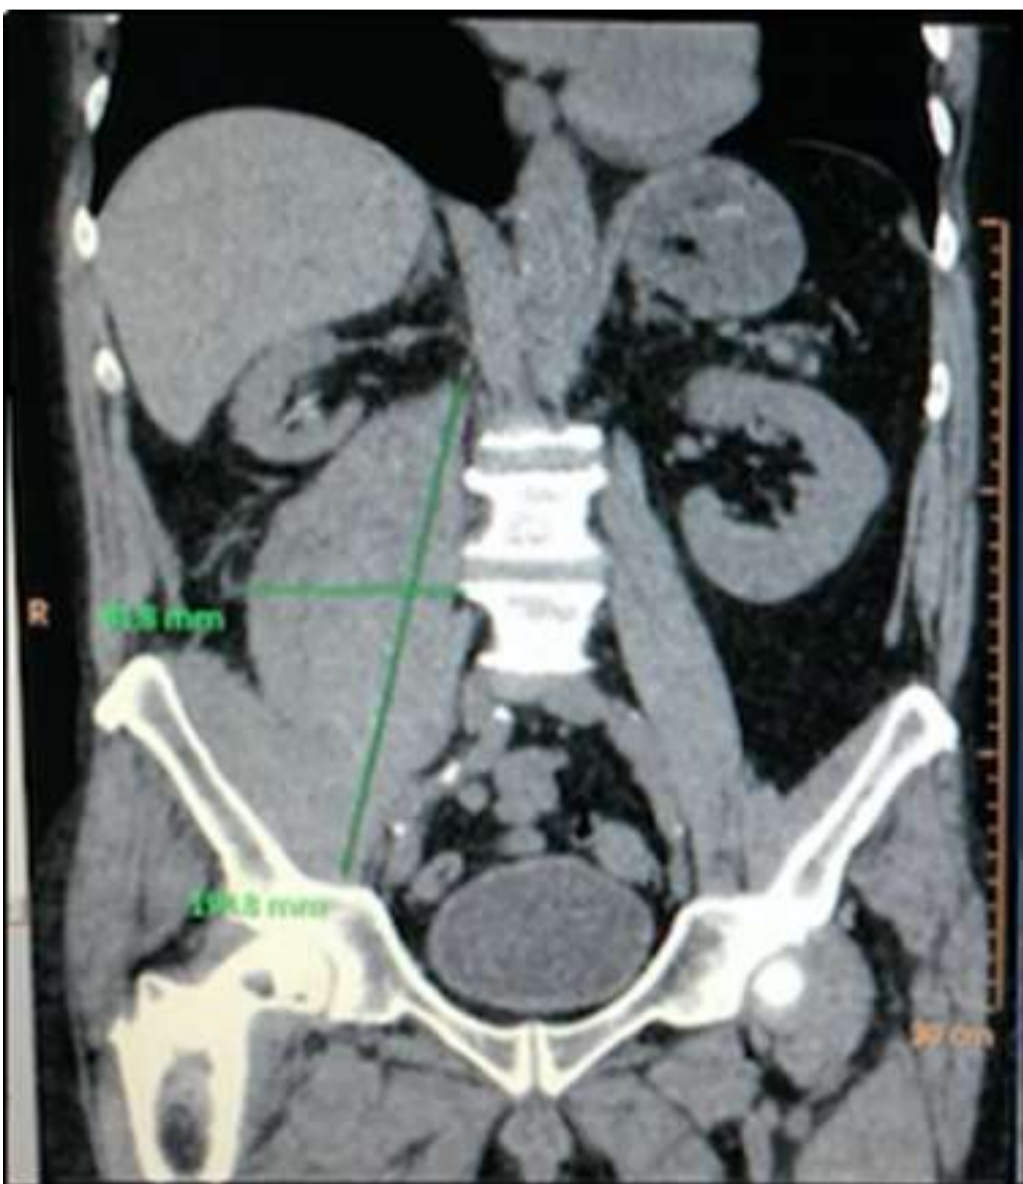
TAC abdomino-pélvica con las dimensiones cuadro
